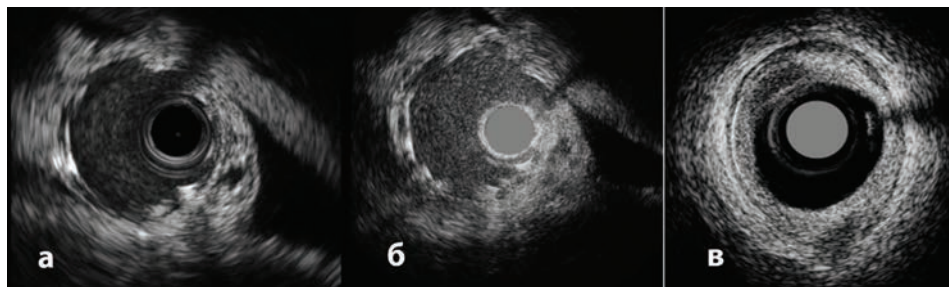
Возможности ВСУЗИ высокого разрешения. Сравнение изображения стентированного сегмента коронарной артерии: а) при стандартном ВСУЗИ (40 МГц, механический датчик); б) тот же участок артерии при ВСУЗИ высокого разрешения (HD-IVUS); в) участок коронарной артерии с тонкостенной фиброатеромой на 11 часах при HD-IVUS.
